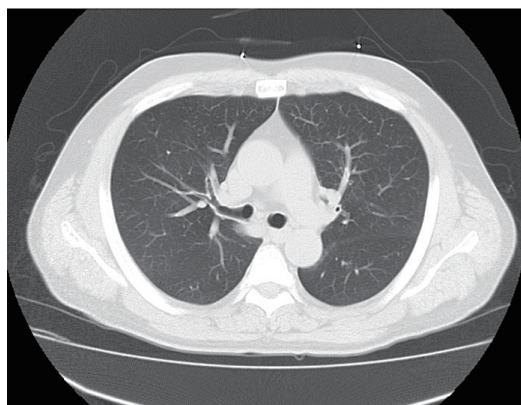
2013 年脳外科入院時胸部 CT 写真
